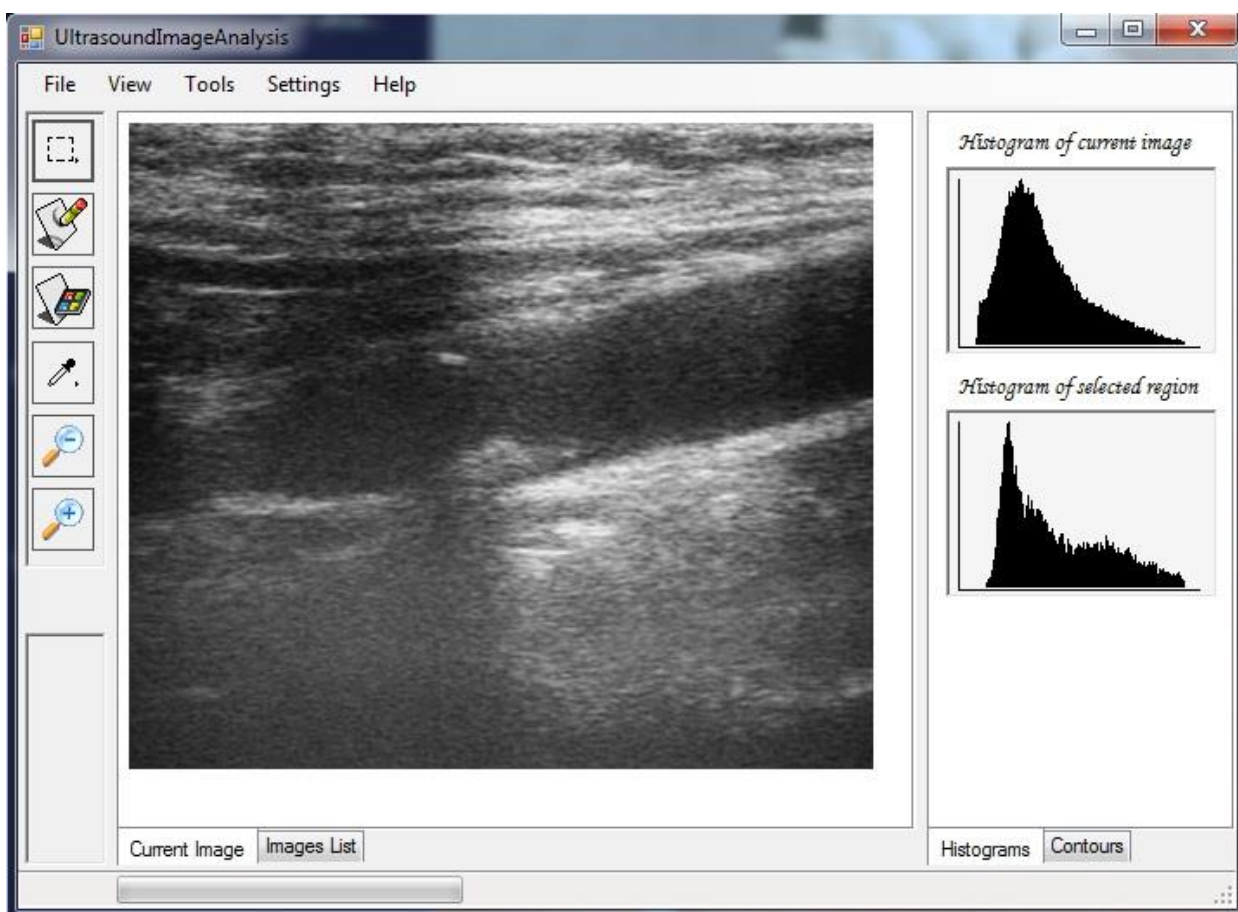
Графический интерфейс модуля UltrasoundImageAnalysis.exe
